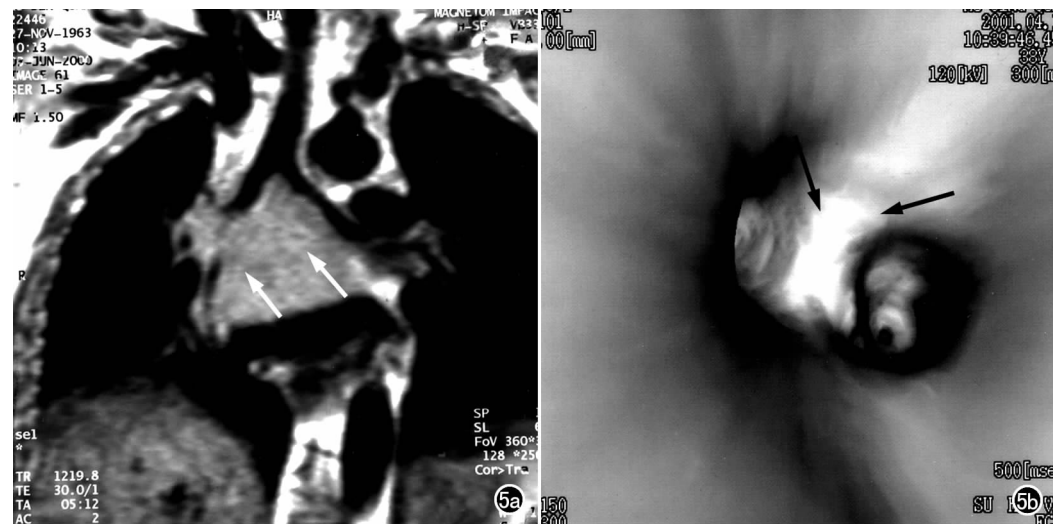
鳞癌。a) MRI 冠状位示气管隆突呈鞍形,边缘略分叶,伴左右主支气管相应狭窄, T_1 WI 呈中等信号强度(箭); b) 多层螺旋 CT 仿真内镜(CTVE)示气管隆突肿大,波及左右主支气管相应狭窄,以右侧为著(箭)。所见腔内粘膜、管径及病变情况与纤维支气管镜检查所见相接近。
